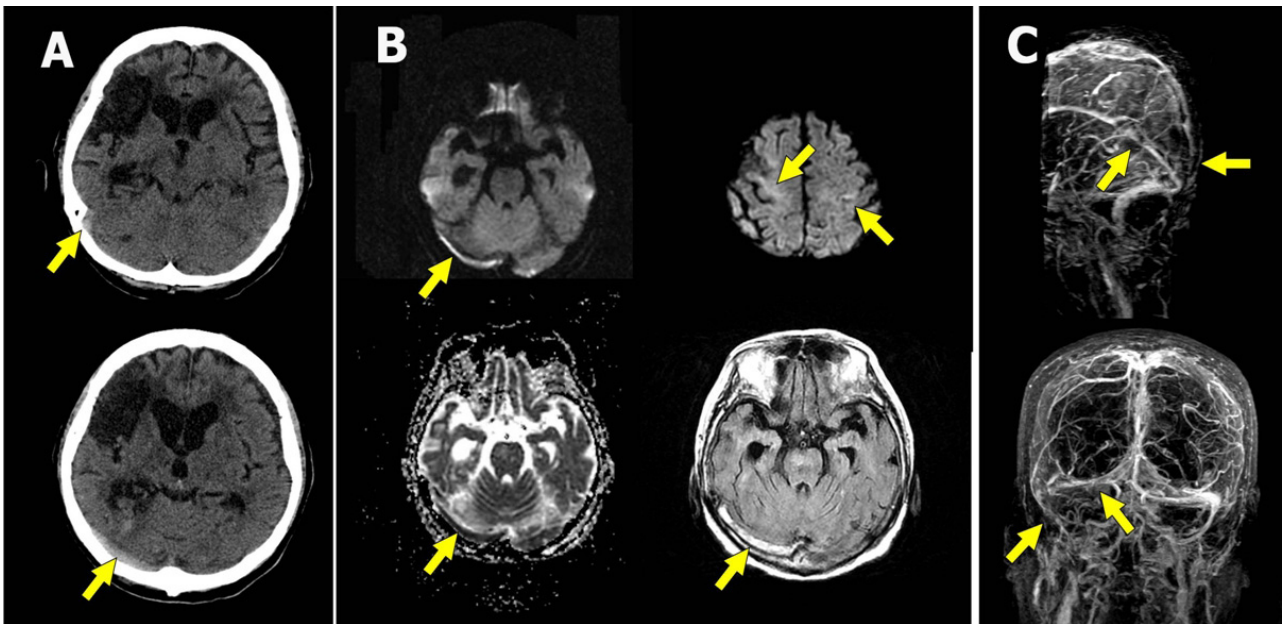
CT, MRI and MR venography of case 1. (A) Non-contrast brain CT image at arrival showed blood stasis in the right transverse sinus, inferior sagittal sinus and superior sagittal sinus. (B) 1 day after clinical onset. DWI and T2 FLAIR image showed high signal intensity in the right transverse sinus. And apparent diffusion coefficient (ADC) map indicated decreased ADC value in same sinus. Notice the parenchymal edema in frontoparietal lobes, bilaterally(right upper image;DWI). (C) MR venography performed 4 days after symptom onset showed decreased venous flow in the right transverse sinus and superior sagittal sinus.
